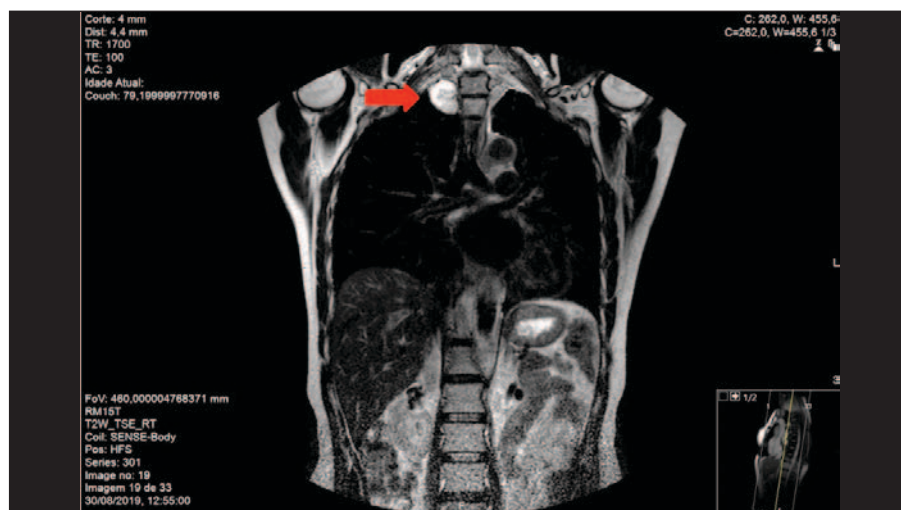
Ressonância magnética (T2; coronal): lesão expansiva capsulada, de morfologia arredonda, com 3,6 cm de diâmetro, em localização mediastínica posterior direita, com comportamento de sinal sugestivo de paraganglioma.
